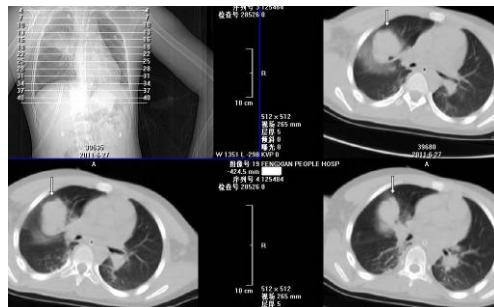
创伤后25天, CT示气囊吸收, 血肿周围伴晕征
